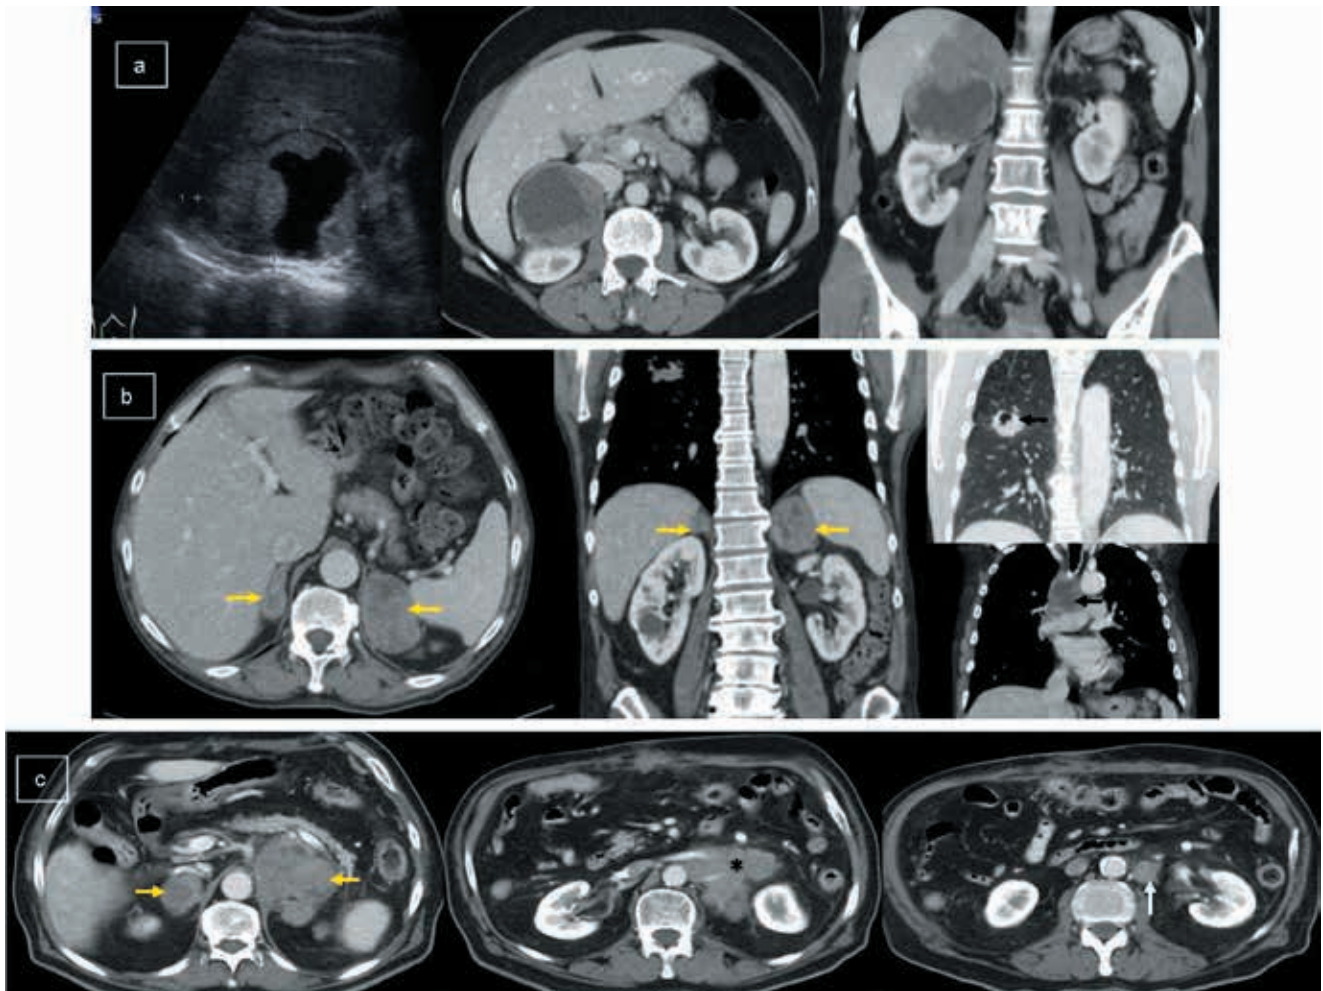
Lesiones malignas. A) Carcinoma suprarrenal derecho. Imágenes de ecografía y TC con contraste intravenoso axial y coronal: gran masa suprarrenal derecha, de 9 cm, bilobulada, bien delimitada, sólida, heterogénea, con un gran componente quístico-necrótico en su vertiente inferior; la lesión comprime el hígado, la vena cava inferior y el riñón, sin signos concluyentes de infiltración. El estudio histológico confirmó que se trataba de un carcinoma, sin infiltración de estructuras vecinas. B) Metástasis suprarrenal bilateral. Paciente con neoplasia de pulmón (anatomía patológica: carcinoma pulmonar no de células pequeñas, probable carcinoma de células grandes) y adenopatías mediastínicas metastásicas, con dos lesiones suprarrenales (flechas amarillas), sólidas, de 4 cm la derecha y de 6,5 cm la izquierda, de densidad de partes blandas y realce heterogéneo tras la administración de contraste intravenoso, compatibles con metástasis. C) Linfoma suprarrenal bilateral. Masas suprarrenales bilaterales de gran tamaño en cortes axiales y coronales de TC con contraste endovenoso (flechas amarillas), con infiltración de vasos esplénicos y renales izquierdos (asterisco) y presencia de una adenopatía paraaórtica izquierda (flecha blanca). Resultado anatomopatológico: linfoma no Hodgkin difuso de células grandes B.
